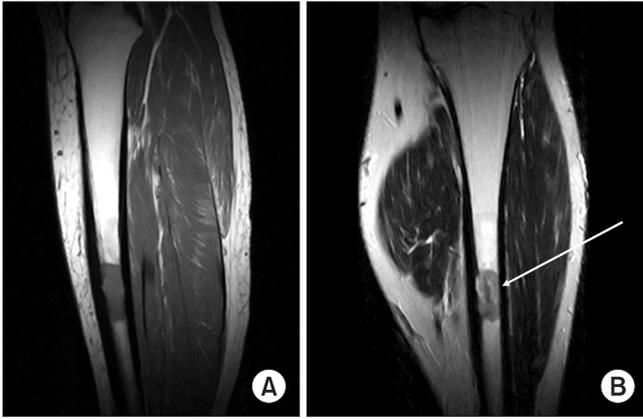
(A) Sagittal T1-weighted MR image of lower leg shows bony lesion with low signal intensity. (B) Coronal T2-weighted MR image shows bony lesion with low to intermediate signal intensity.
